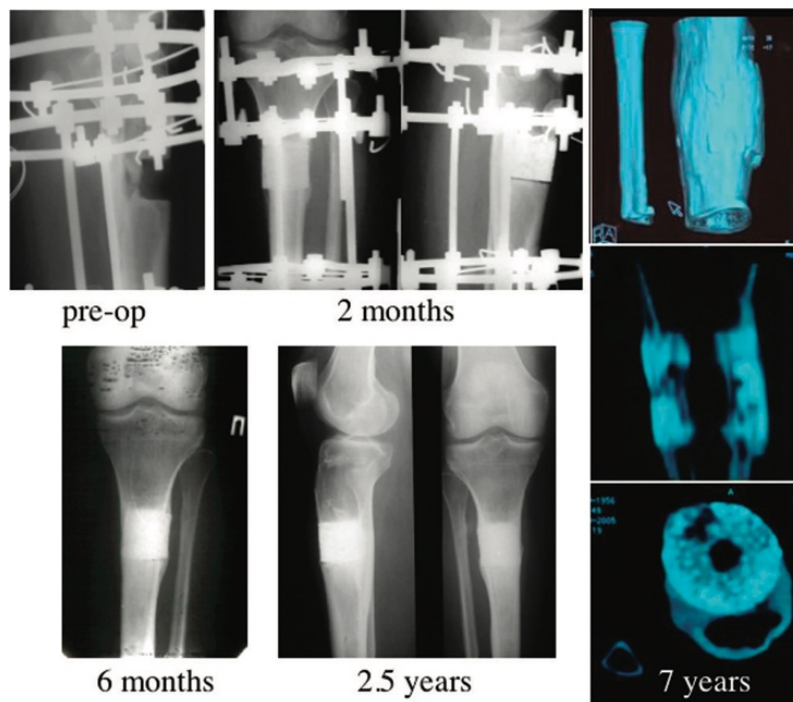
caso 1. Nella radiografia preoperatoria è visibile la lacuna ossea di 4 cm della tibia prossimale. A 2 mesi dall'intervento, è evidente la formazione del callo osseo, ma la linea dell'interfaccia osso-impianto è ancora rilevabile. A 6 mesi, sono presenti un callo esteso e tessuto neoformato perimplantare con una buona integrazione tra costruito e tibia. A 2 anni e mezzo dall'intervento, è visibile un'integrazione completa dell'impianto senza evidenza di fratture implantari. L'analisi della TAC (ricostruzioni 3D e 2D) a 7 anni mostra la completa guarigione del gap, la presenza di un canale midollare all'interno dell'impianto e la persistenza di una crescita ossea all'interno dei pori della matrice bioceramica.
